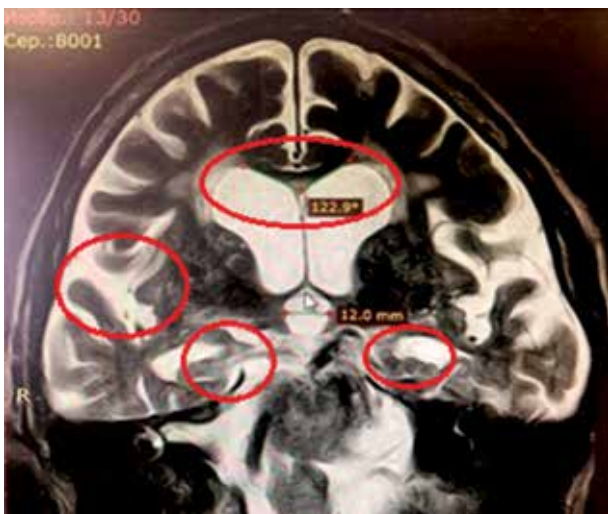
МРТ пациента с синдромом БА-иНТГ. Сочетание признаков расширения желудочковой системы мозга (височных рогов боковых желудочков) при выраженной атрофии медиобазальных отделов височных долей мозга. Угол мозолистого тела 122,9°
